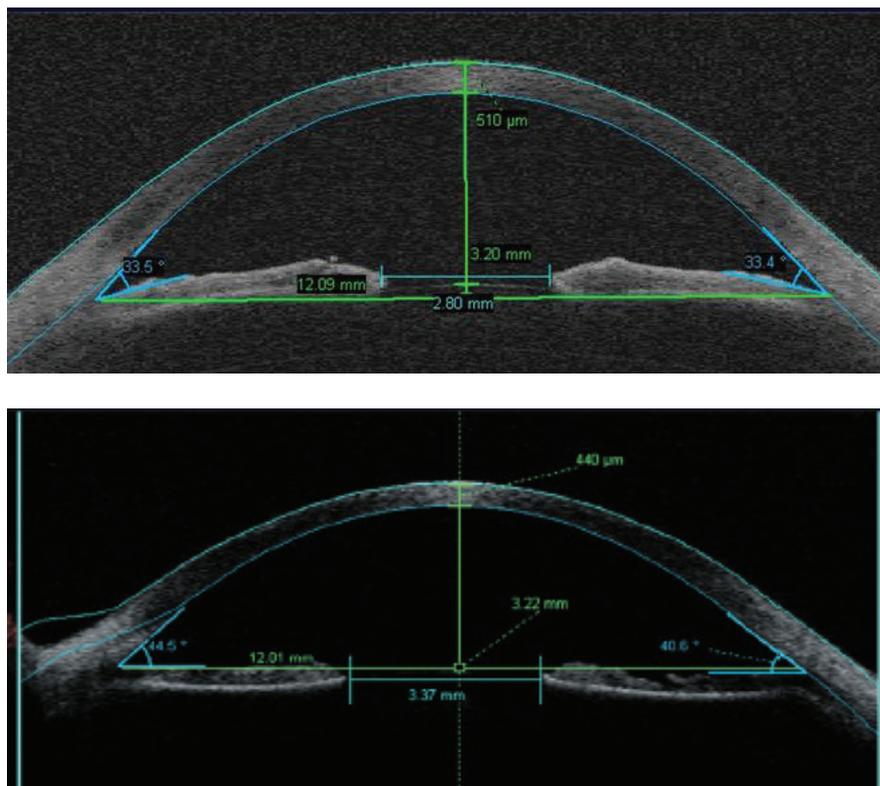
Профильный снимок роговицы оптического когерентного томографа «Visante OCT» (Carl Zeiss, Германия)
